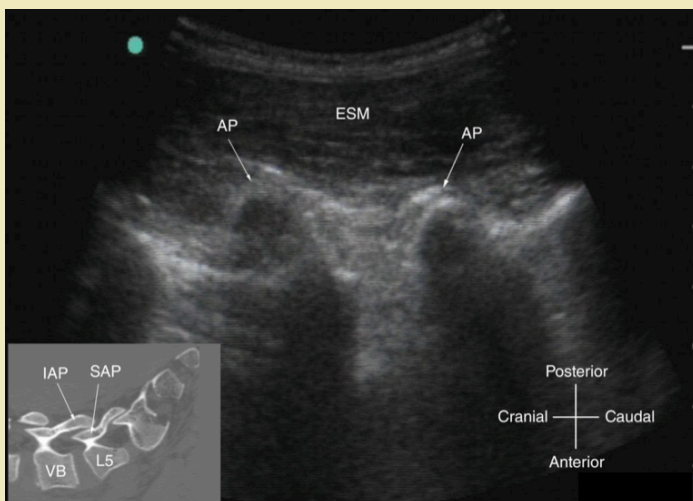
Ecografía para Bloqueo Neuroaxial. Imagen sagital paramediana que muestra las apófisis articulares (AP), usada para identificar el espacio interlaminar y guiar la punción. Fuente: NYSORA (s. f.). Ecografía espinal. Recuperado de nysora.com
